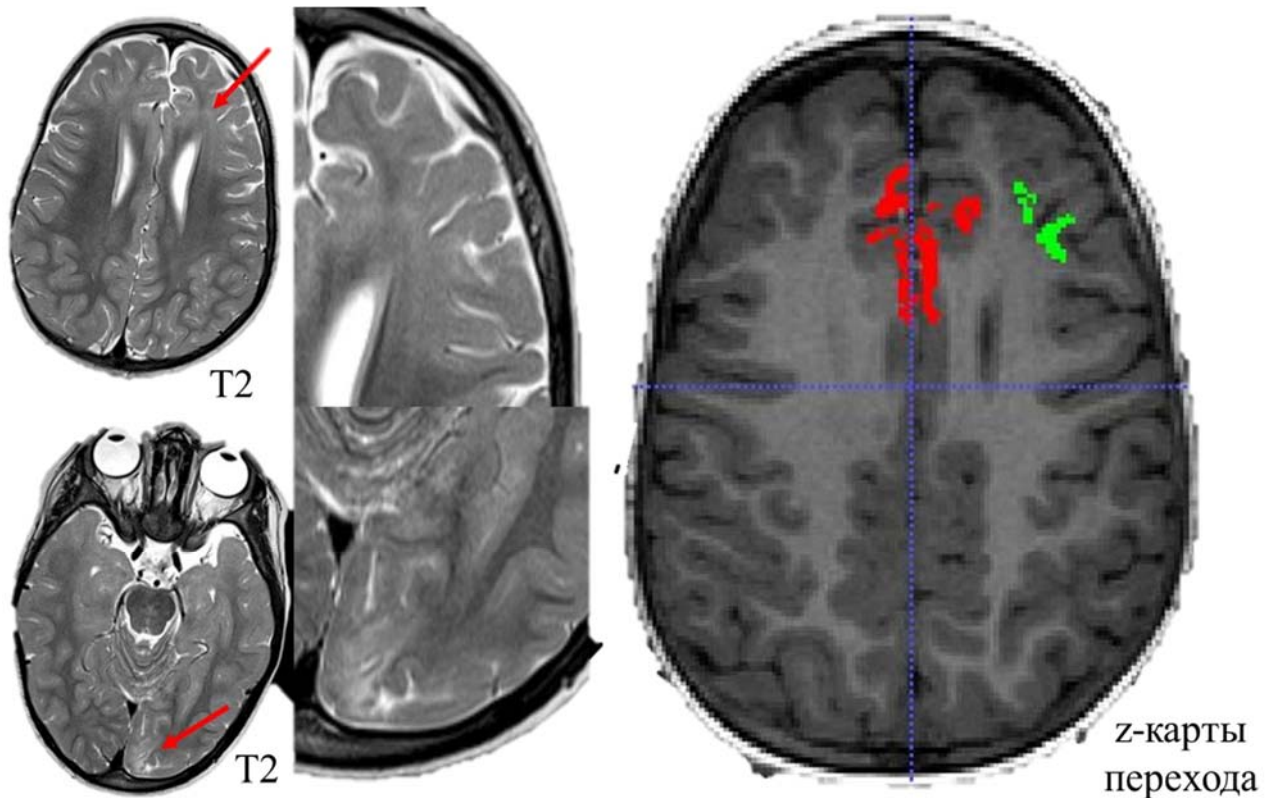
МРТ головного мозга ребенка в режиме T2-ВИ с признаками ФКД в левой лобной доле, а также структурными изменениями в левой затылочной доле.
